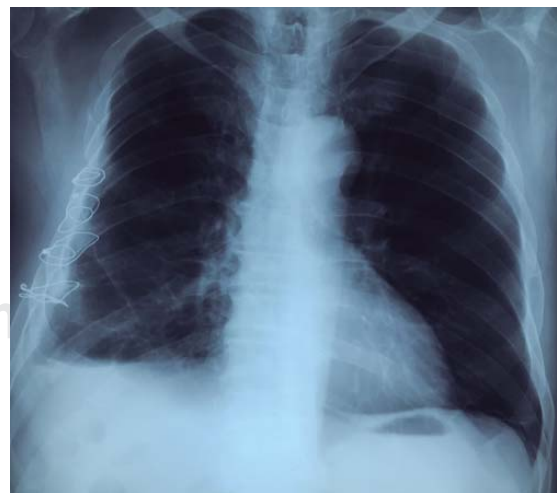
Radiografía de tórax posoperatoria. La corrección de la pared es adecuada.
